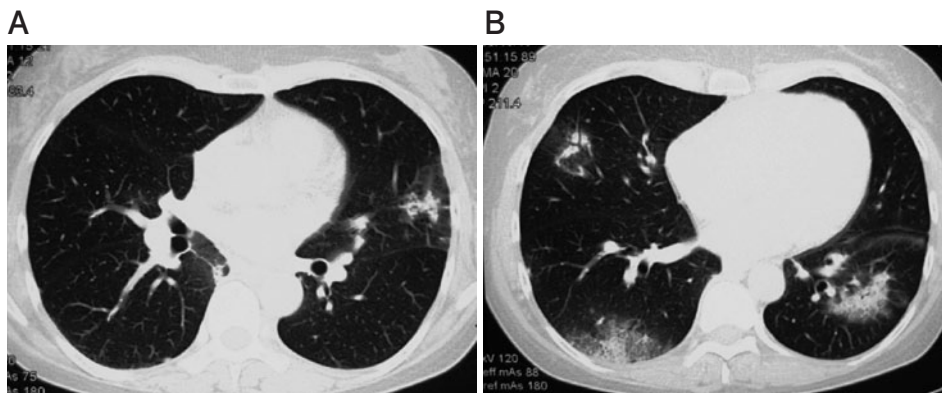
Chest computed tomography (CT) obtained on admission, showing consolidation in the right middle and lower lung lobe and left lingular and lower lobe.
